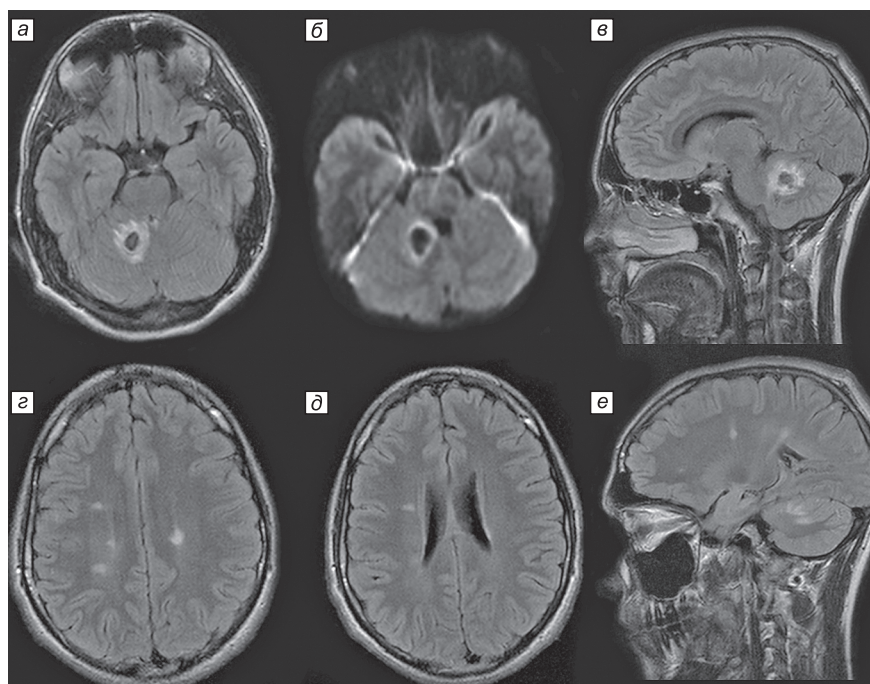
МРТ головного мозга пациента в момент дебюта симптомов.
